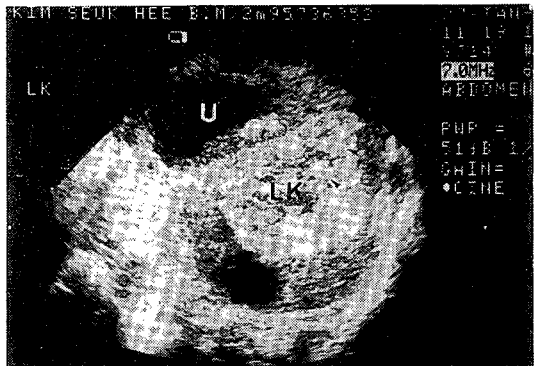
Renal sonography shows large hypoechoic urinoma(U) with internal echogenic materials, which surrounds the left kidney(LK) and many echogenic foci(fungus balls, arrow head) in left renal calices
